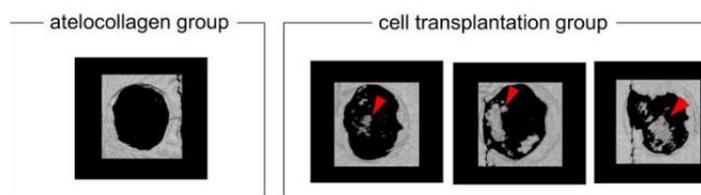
Images de micro-CT de la calvaria 4 semaines après la transplantation dans les groupes de transplantation cellulaire et de contrôle (n=3)
